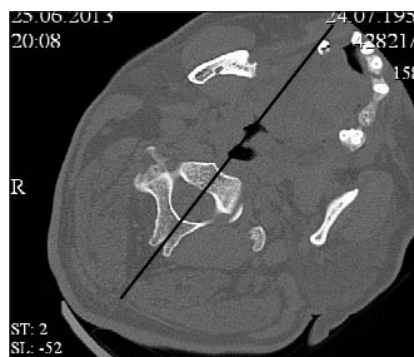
КТ ШОП, выполненная в кс-стном окне на уровне axis у пациента И. C_I расположен в одном направлении с C_I , но с меньшим углом поворота влево, чем C_I (поворот влево)
